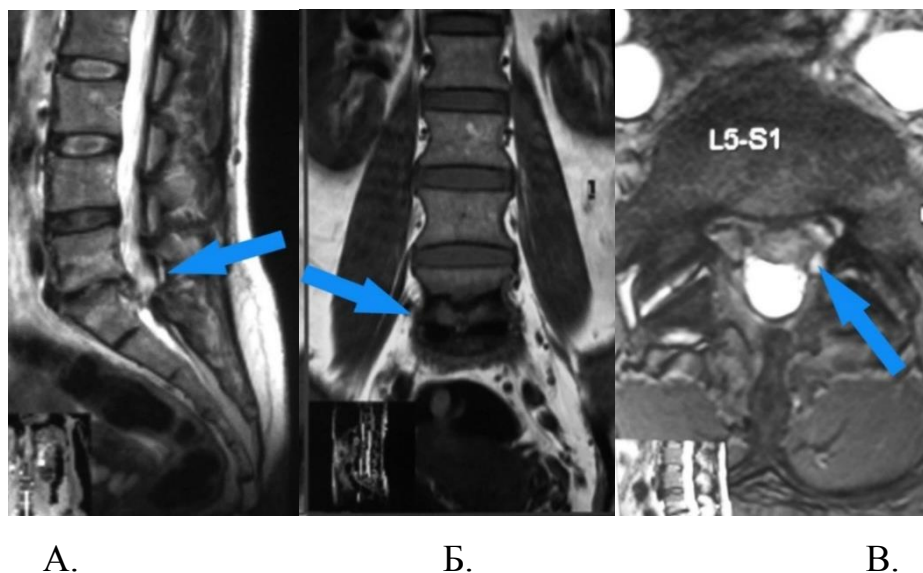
МРТ пациентки Р., (И/Б №11193/1708, 03.12.09 г.), А, Б, В - состояние после удаления грыжи диска L5-S1 слева; эпидуральный фиброз с выраженным субхондральным склерозом
